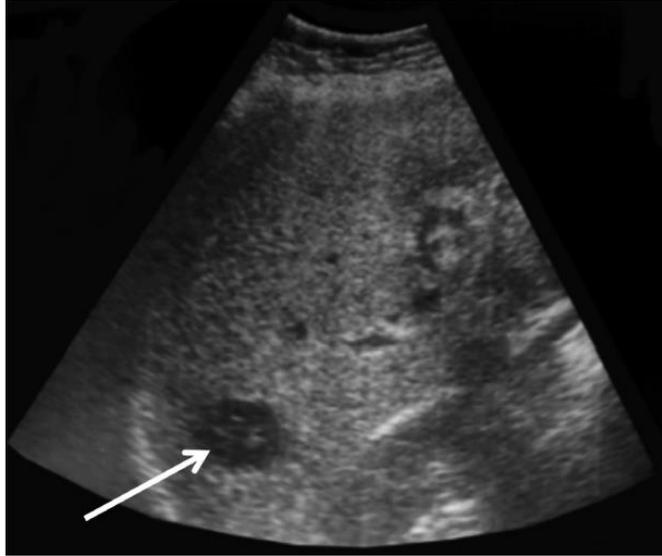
Nódulo hiperecogénico detectado por ecografía en un paciente cirrótico. Extraída de <https://www.medicineonline.es/es-carcinoma-hepatocelular-articulo-S0304541216300750>.
